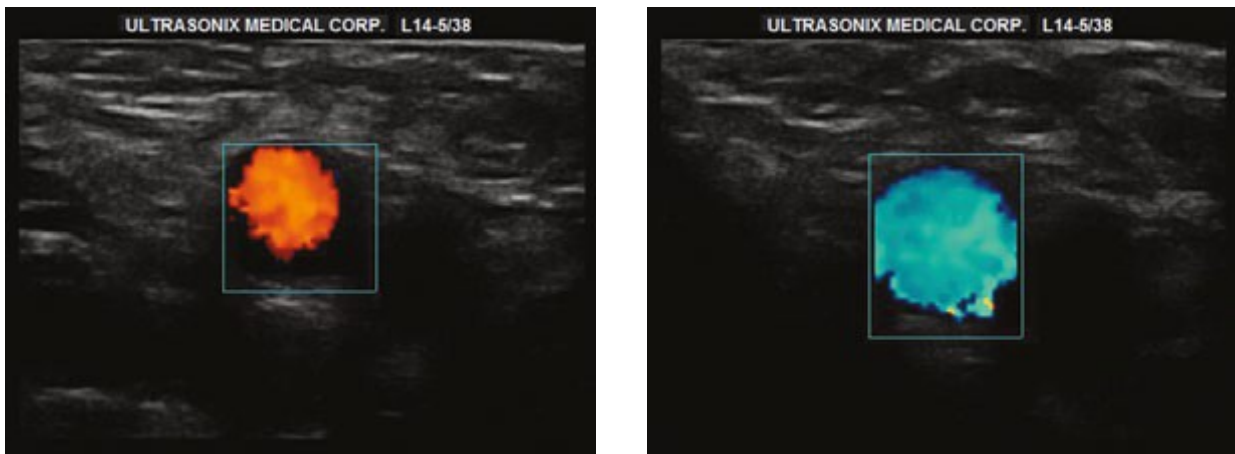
Image échographique du même vaisseau avec signal Doppler rouge et bleu
